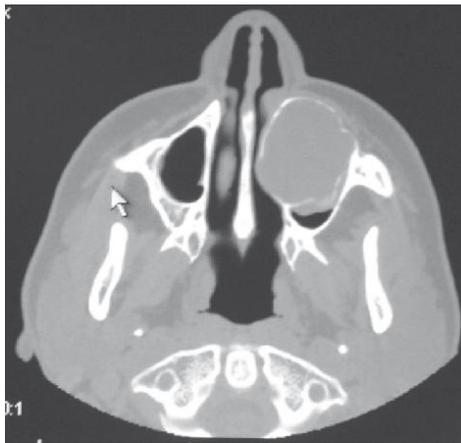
Tomografía computarizada¹⁰
